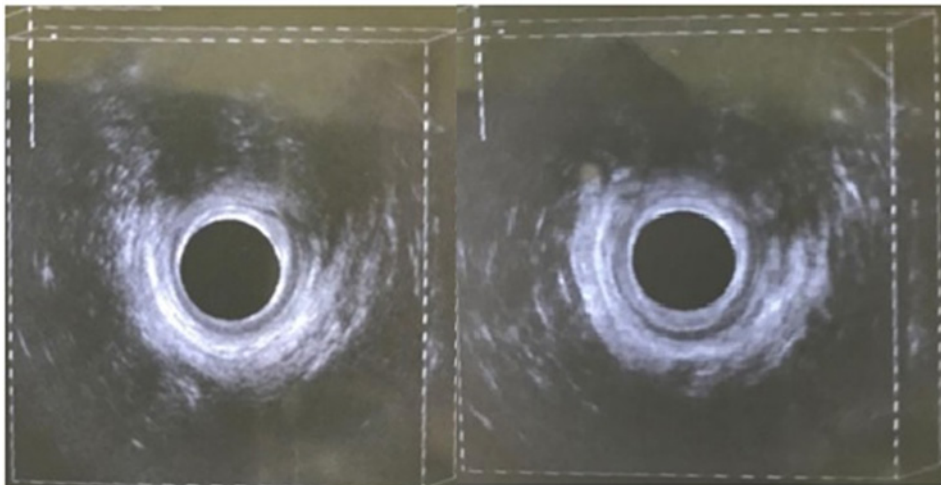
Ecografías 3D de 360° en la cual podemos evidenciar una disrupción en los esfínteres anales internos y externos de más de 120°.
